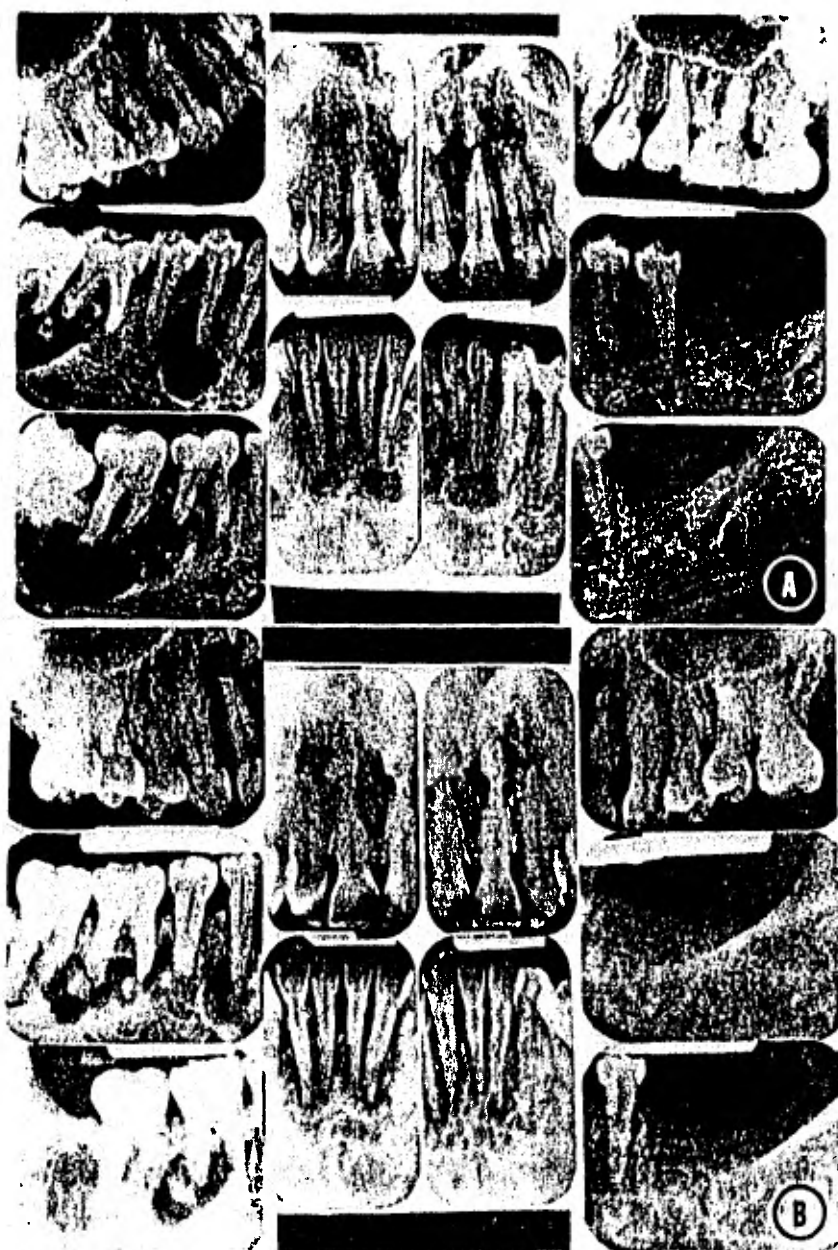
Radiografías de una mujer negra de 42 años de edad que presenta alteración en el patrón trabecular desde 1967 - (A), a 1971 (B). En 1967 fué extraído el tercer molar de la mandíbula izquierda y en una exploración con SBC presentó el segundo molar. No se pudo estudiar completamente en 1971, este paciente tenía dolor en la región del SBC, el cual se eliminó después de una intervención quirúrgica.
